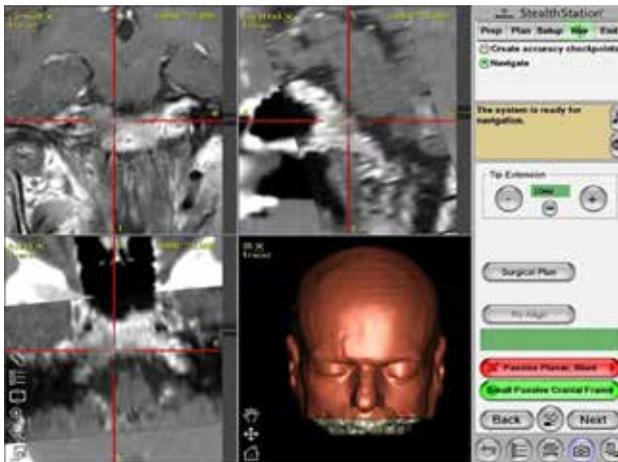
Neuronavegación con fusión de imágenes (RMI-TC). Etapa Clival mostrando la cercanía entre el drill (Calibrado como puntero) y la zona tumoral.
